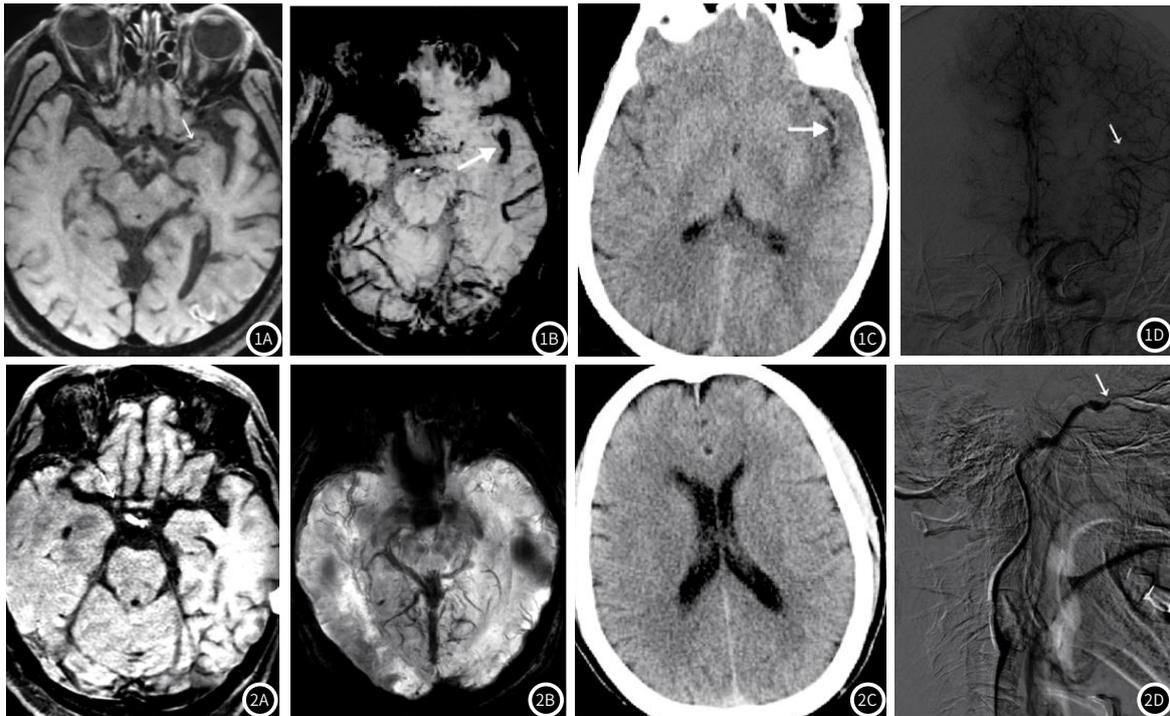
男，60岁，突发右下肢无力麻木、口角流涎8天。图1A. Cube FLAIR示左侧大脑中动脉管腔内不均等高信号或稍高信号；图1B. SWI示左侧大脑中动脉走行区域条状低信号；图1C. CT增强扫描左侧大脑中动脉条状高密度影；图1D. DSA示左侧中动脉起始段闭塞。图2 女56岁，突发左侧肢体无力7天。图2A. Cube FLAIR示左侧大脑颈内动脉颅内段管腔内短T1稍高信号；图2B. SWI示左侧大脑颈内动脉颅内段未见异常改变；图2C. CT增强扫描未见异常表现；图2D. DSA示左侧中动脉血流纤细，眼动脉C6段远端闭塞。
